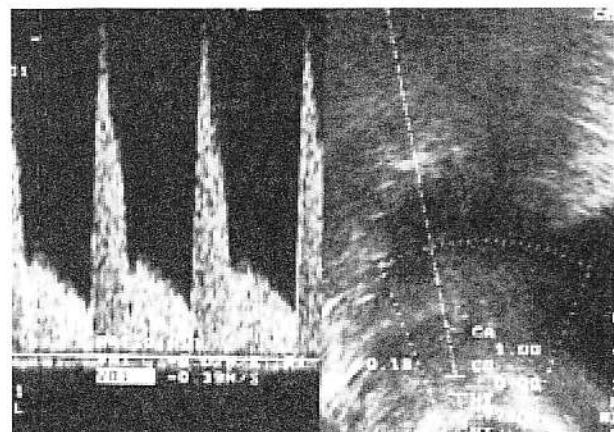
Examinare Doppler pulsat - fibromiom uterin "inactiv", cu rezistivitate vasculară crescută.
